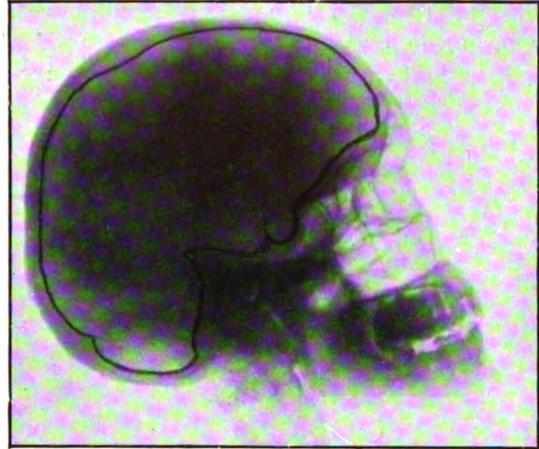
Observation IV. — Radiographie du crâne.
